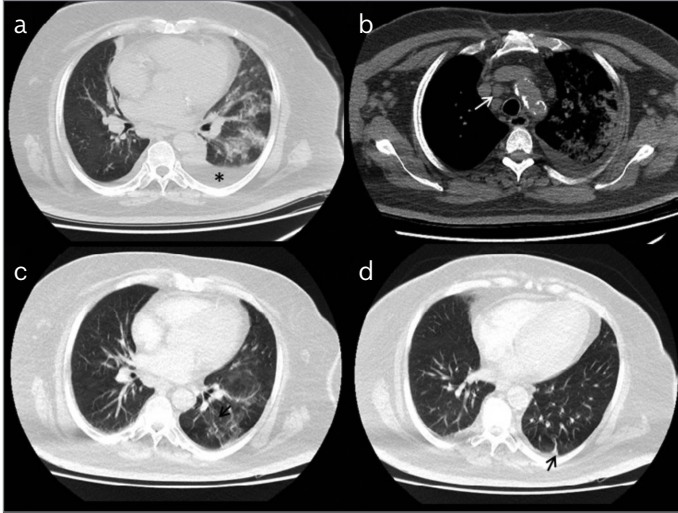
47 yaşında kadın hastanın kontrastsız toraks BT aksiyel kesitlerinde, santralde konsolide alan (*) ve bunu çevreleyen buzlu cam dansitelerinin (oklar) oluşturduğu halo bulgusu izlenmektedir.
